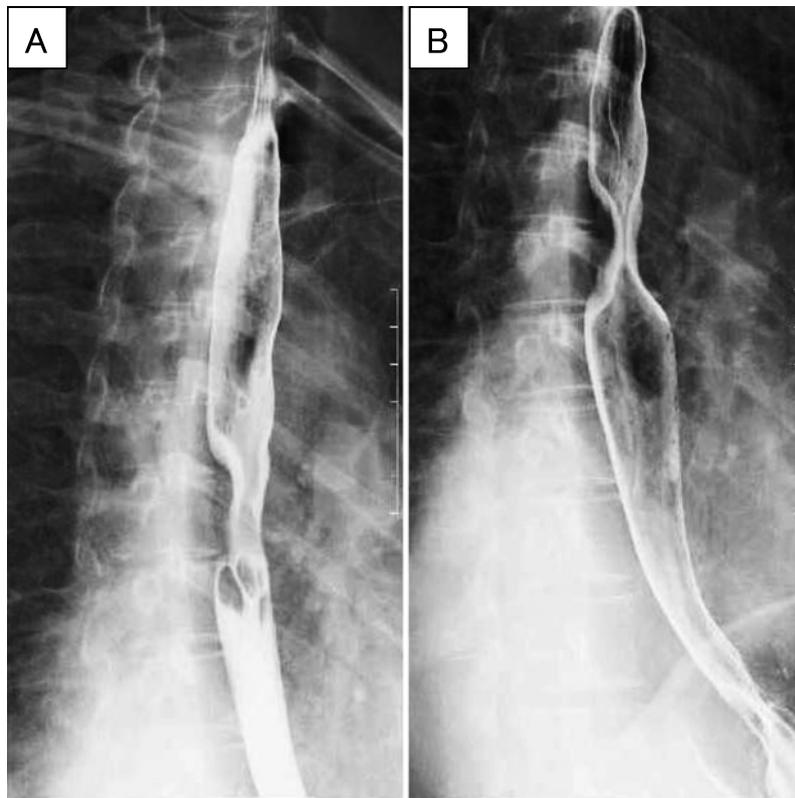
Esophagography was performed during the medical examination conducted one month before the patient's first visit. X-ray films of the upper to middle thoracic esophagus (A) and middle to lower thoracic esophagus (B). Esophagography revealed esophageal stenosis considered to be caused by extramural compression in the middle portion of the intrathoracic esophagus.
